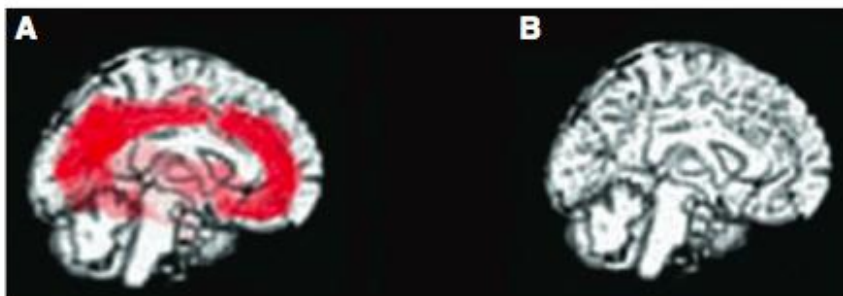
The penetration (red colouring) of (A) diphenhydramine, a first-generation H1-antihistamine, and (B) bepostatine, a second-generation H1-antihistamine, into human brain shown by positron emission tomography. Church M.K, 2010
